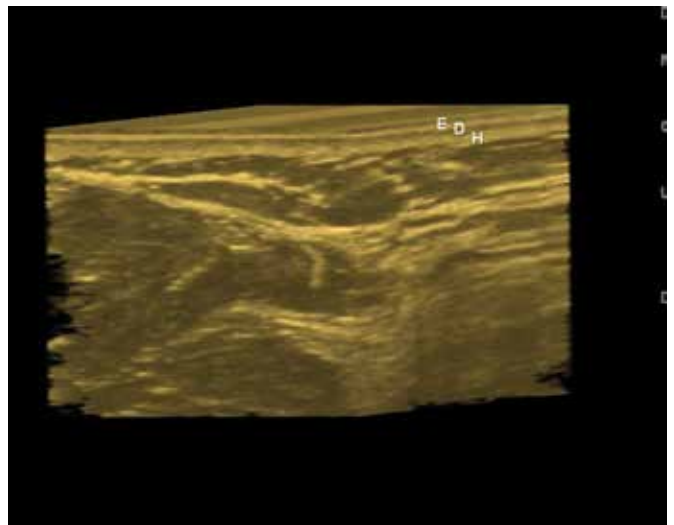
Ecografía normal de piel con reconstrucción 3D que muestra tres capas de la misma. (E corresponde a epidermis; D, a dermis y H, a hipodermis).
